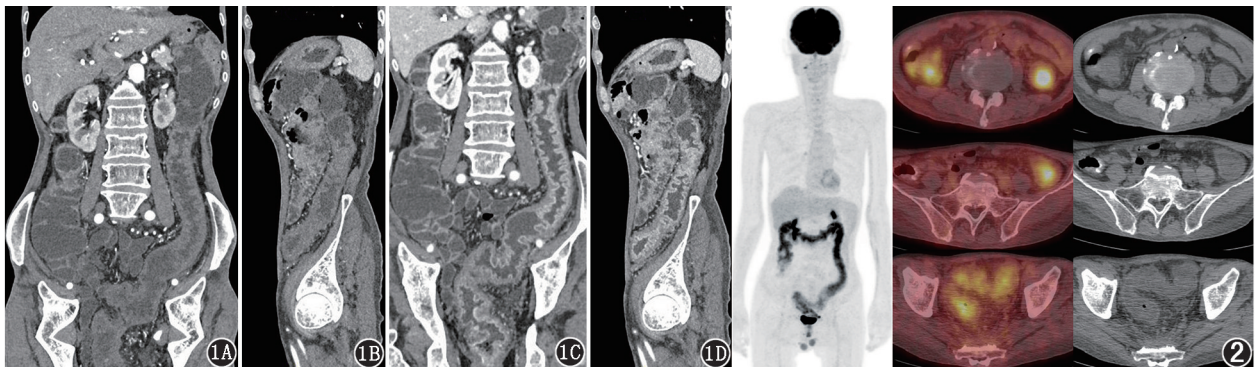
肠道病变患者(男,60岁)腹盆腔增强CT及小肠重建图。增强后动脉期(1A,1B)和门脉期(1C,1D)见降结肠、乙状结肠及直肠管壁弥漫增厚,皱襞粗大,部分呈息肉样,黏膜面动脉期轻度强化,门脉期明显强化 图2 同一患者¹⁸F-FDG PET/CT显像图。可见结肠直肠代谢节段性增高,肠壁增厚、水肿, SUV_{max} 7.3
